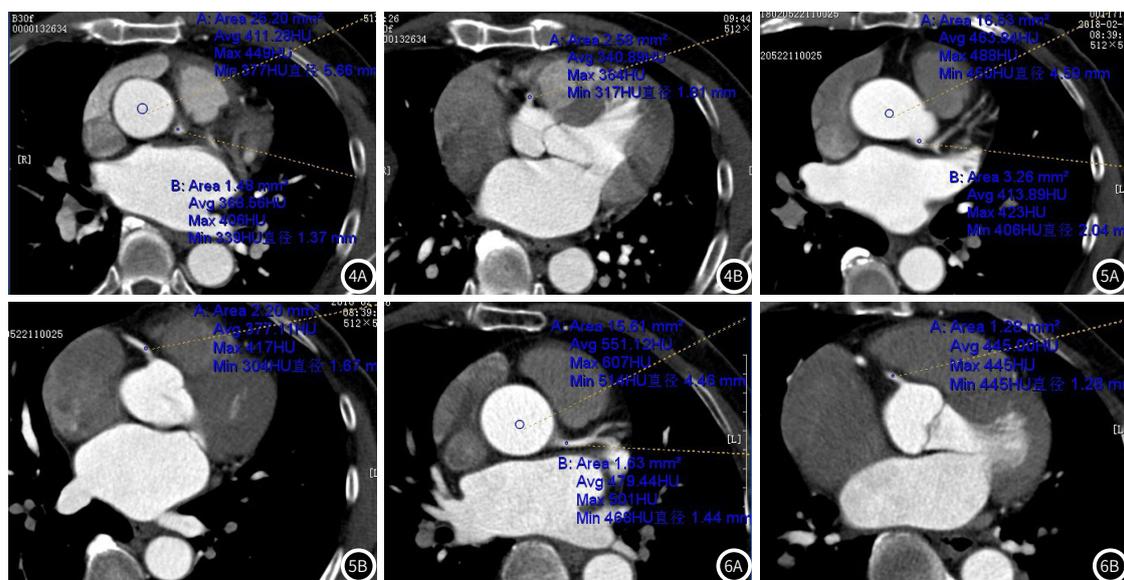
图4B 同一患者，男，77岁，注射速度4.8mL/秒，主动脉根部、左冠脉、右侧冠脉根部CT值分别为411.28HU、368.56HU及340.89HU。
